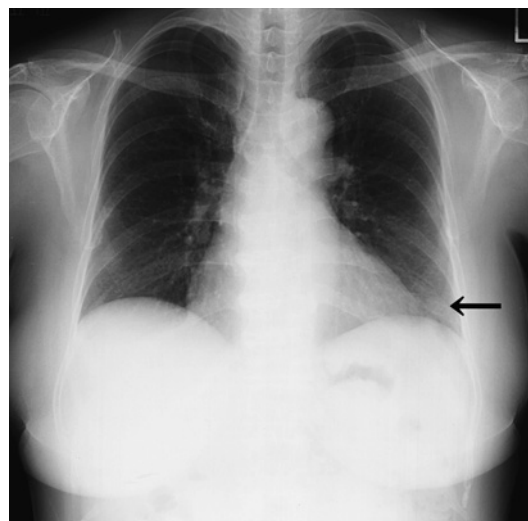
Chest X-ray film showing a nodular shadow in the left lower lung field.
